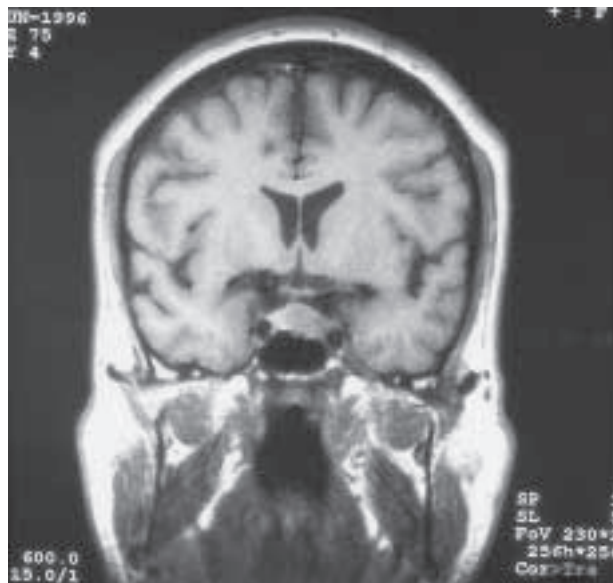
RM cerebral centrada en hipófisis, plano coronal: masa en el lado izquierdo de la adenohipófisis, de señal discretamente heterogénea y menor intensidad de lo habitual, tallo hipofisario desplazado hacia el lado derecho y suelo sellar deprimido en el lado izquierdo.
